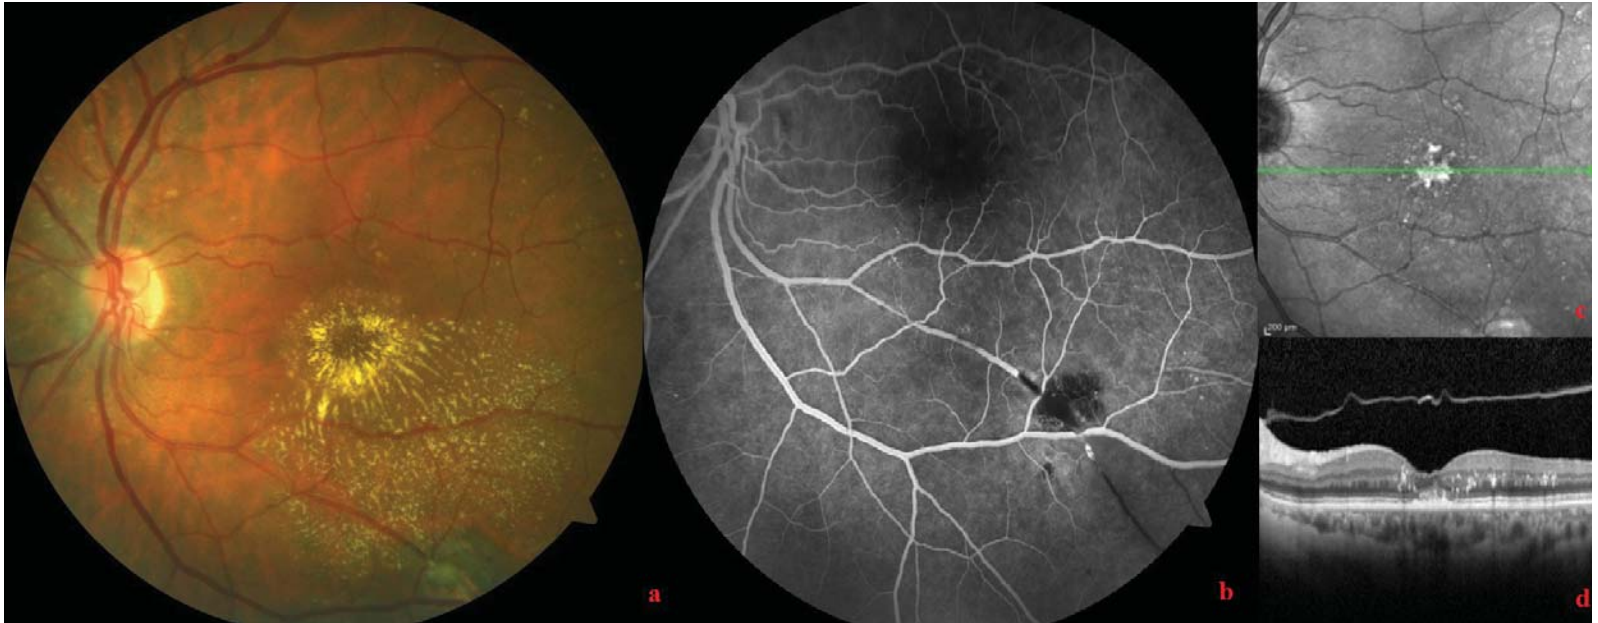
1a: Sol gözün renkli fundus fotoğrafında alt temporal retinal arter trasesinde damarsal genişleme alanının çevresinden foveaya kadar uzanan alan içerisinde yaygın sirsine eksudalar ve maküla ödemi izlenmektedir. 1b: Sol gözün fundus floresan anjiyografisinin venöz fazında alt temporal retinal arterdeki damarsal genişleme alanının ampul şeklinde hiperfloresan özellik taşıdığı izlenmektedir. 1c: Foveadan geçen optik koherens tomografi kesitinde seröz makula dekolmanı ve intraretinal sıvı ile birlikte hiperreflektan özellik gösteren yaygın eksudasyonlar görülmektedir. 1d: Damarsal genişleme üzerinden geçen optik koherens tomografi kesitinde yüzeydeki kanamanın neden olduğu hiperreflektif alanın hemen altında damarsal genişleme alanının yüzeyel yuvarlak kavis, kısmen damar lümeni, lezyonun neden olduğu gölgelenme koridoru ile intraretinal sıvı izlenmektedir.
